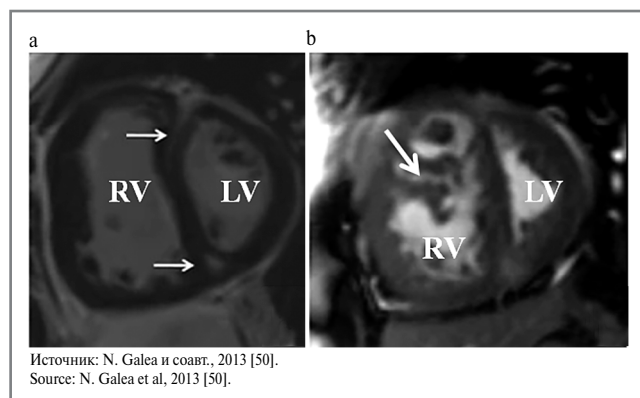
МРТ при хроническом легочном сердце: а – участки фиброза в основании межжелудочковой перегородки; б – гипертрофия стенки ПЖ с утолщенными трабекулами.
